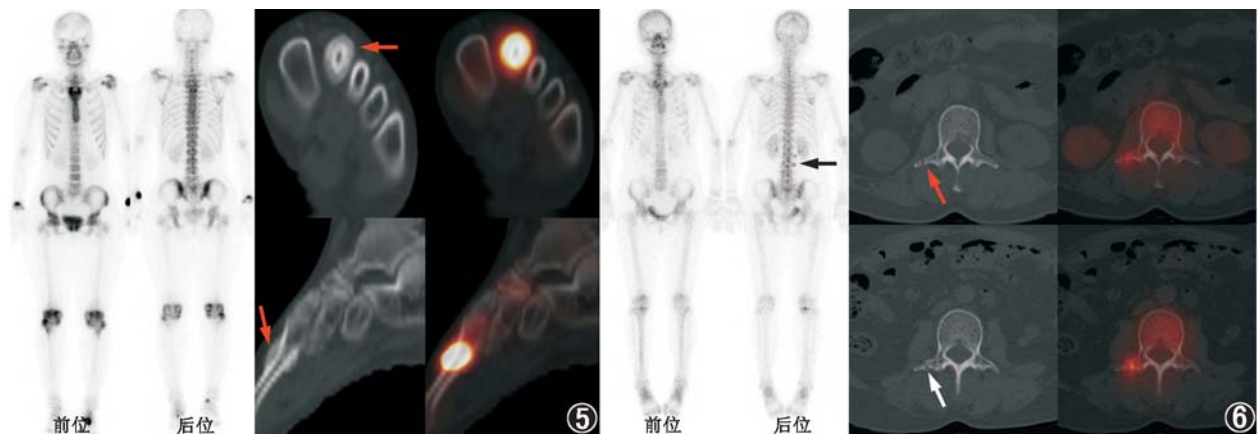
跖骨疲劳性骨折患者(女,20岁) $^{99}\text{Tc}^{\text{m}}$ -亚甲基二膦酸盐(MDP)全身骨显像及左足 SPECT/CT 显像图。患者 2 个月前跑步后出现左足背部疼痛,自行服用非甾体抗炎药后症状可缓解。全身骨显像可见左侧足背部异常放射性浓聚,左足 SPECT/CT 显像可见左足第 2 跖骨骨膜成骨性改变,密度均匀一致,相应部位放射性摄取异常浓聚(箭头示);局部骨皮质稍向内凹陷,骨皮质及髓腔密度未见异常。结合病史,考虑左足第 2 跖骨疲劳性骨折可能性大 图 6 腰椎横突疲劳性骨折患者(女,49岁) $^{99}\text{Tc}^{\text{m}}$ -MDP 全身骨显像及腰椎 SPECT/CT 显像图。患者 2 个月前意外摔倒,后腰及右手疼痛 1 个月左右症状缓解,全身骨显像后位图像可见第 2、3 腰椎右缘点状示踪剂浓聚(黑箭头示);腰椎 SPECT/CT 显像可见 L₂(红箭头示)及 L₃(白箭头示)右侧横突骨折线,相应部位放射性摄取增高
